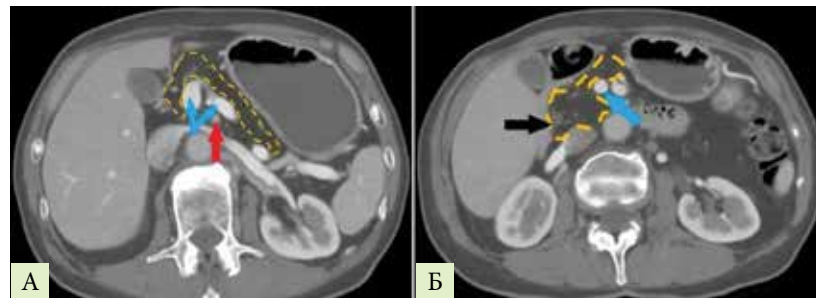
КТ в аксиальной плоскости, венозная фаза контрастирования: поджелудочная железа представлена тотальным липоматозом, ориентировочные контуры железы обведены пунктирной линией. Красной стрелкой обозначена селезеночная артерия, синими стрелками – селезеночная и верхняя брыжеечная вены, черной стрелкой – интрапанкреатическая часть общего желчного протока
